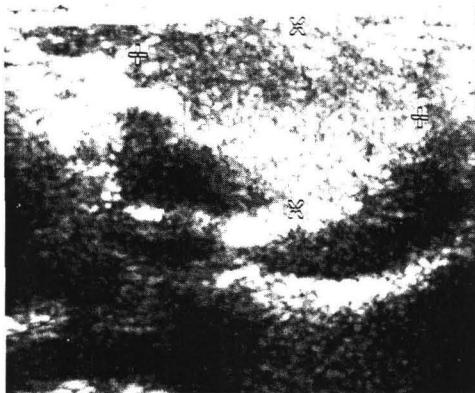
Ultrasonographic findings of case 2, showing 2.3 cm x 1 cm sized, ill defined, isoechoic mass at the right inguinal area.
